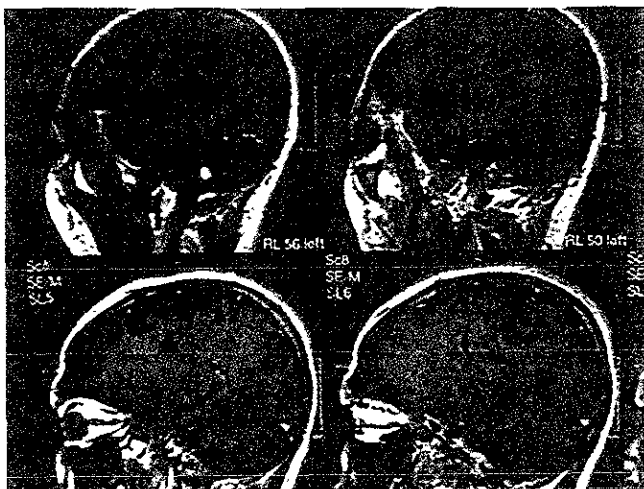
IRM : NCC Parenquimatosa.
